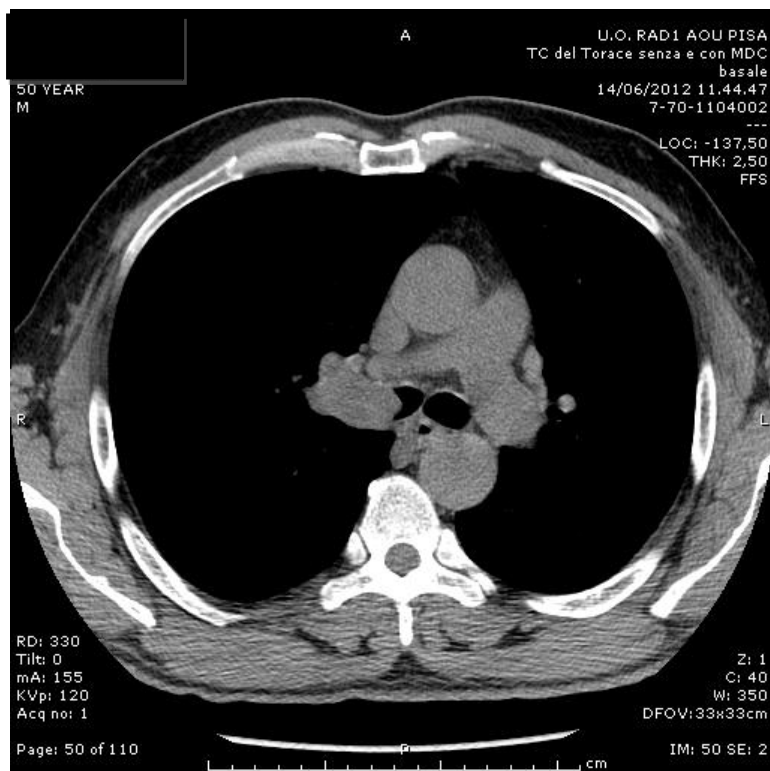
TC in paziente con carcinoido coinvolgente il BPDx.
